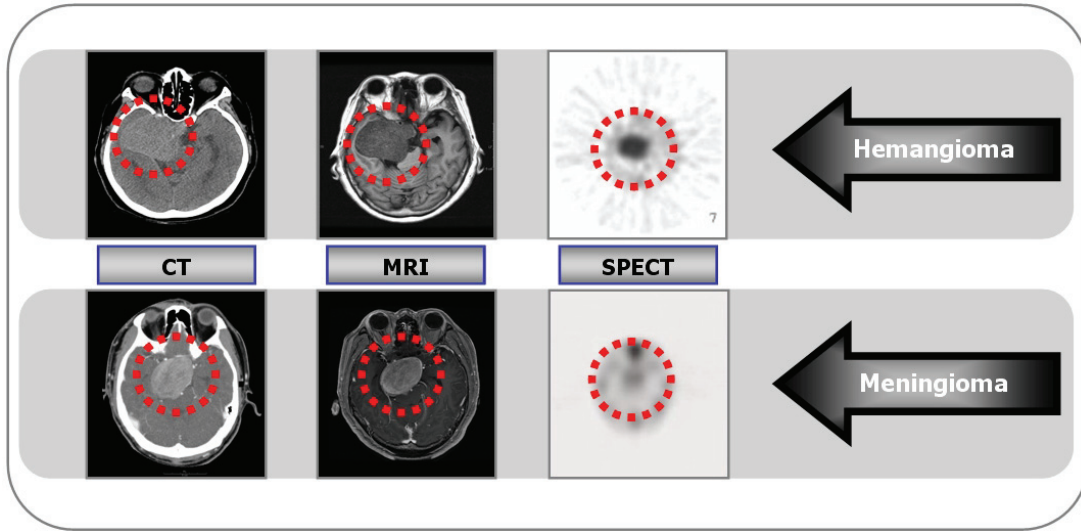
Comparison of CT, MRI, SPECT images between hemangioma and meningioma.
